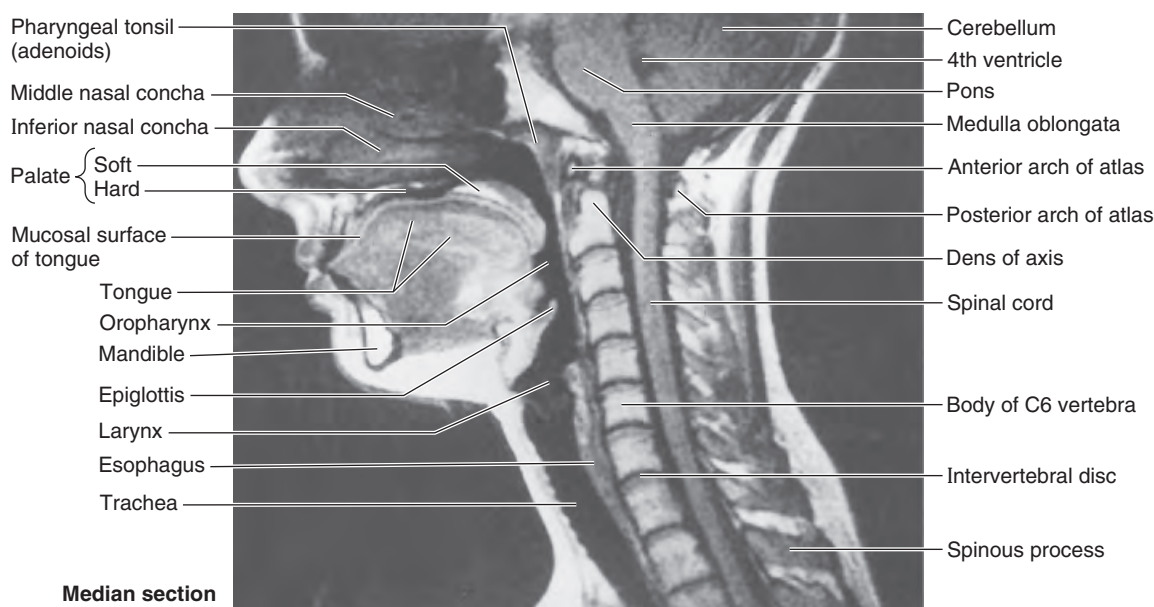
Median MRI of head and neck. Because the air and food passages share the oropharynx, separation of food and air must occur to continue into the trachea (anterior) and esophagus (posterior). (Courtesy of Dr. W. Kucharczyk, University Health Network, Toronto, Ontario, Canada.)
